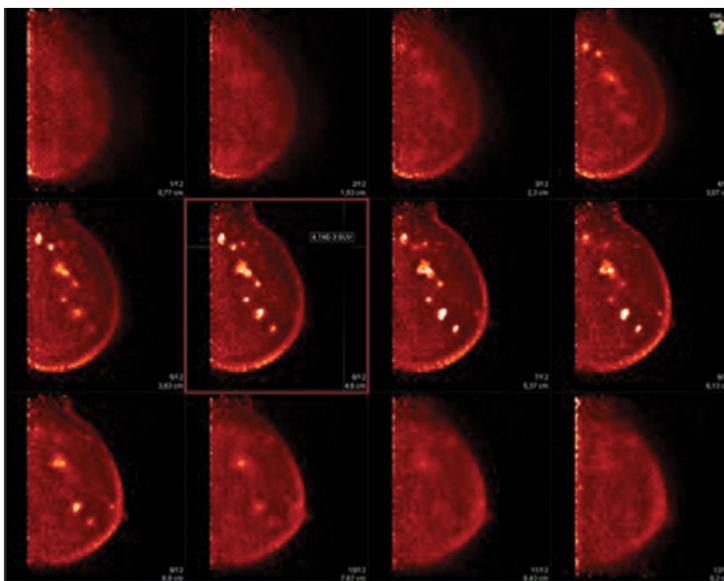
Paciente de 50 años con antecedentes de tumorectomía por Carcinoma ductal invasivo de mama izquierda. En controles se evidencia nódulo mamario sospechoso dudoso en RMN, por lo que solicitan PEM en el cual se evidencia varios nódulos hipermetabólicos multifocales, por tal motivo se panificó mastectomía radical.
